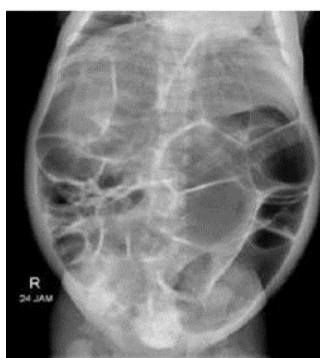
Radiograf Proyeksi *Lateral Decubitus* Post Kontras (Lampignano 2018)
